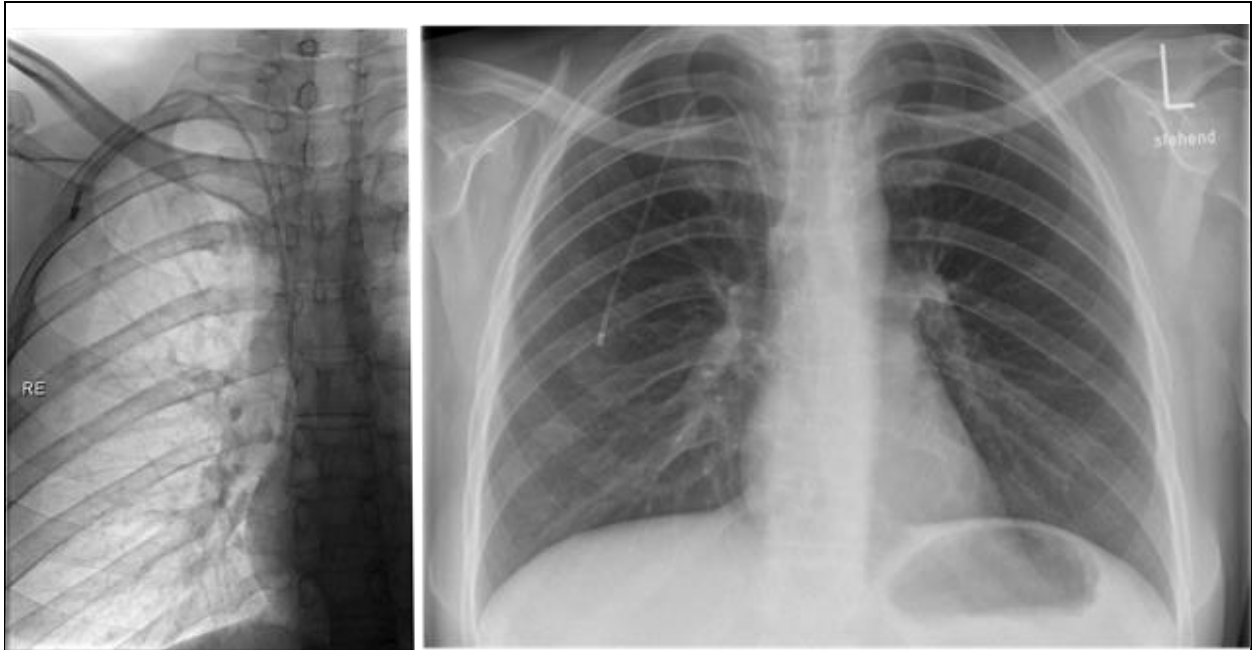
Fluoroskopie- und Röntgen-Thoraxaufnahme nach Portimplantation
